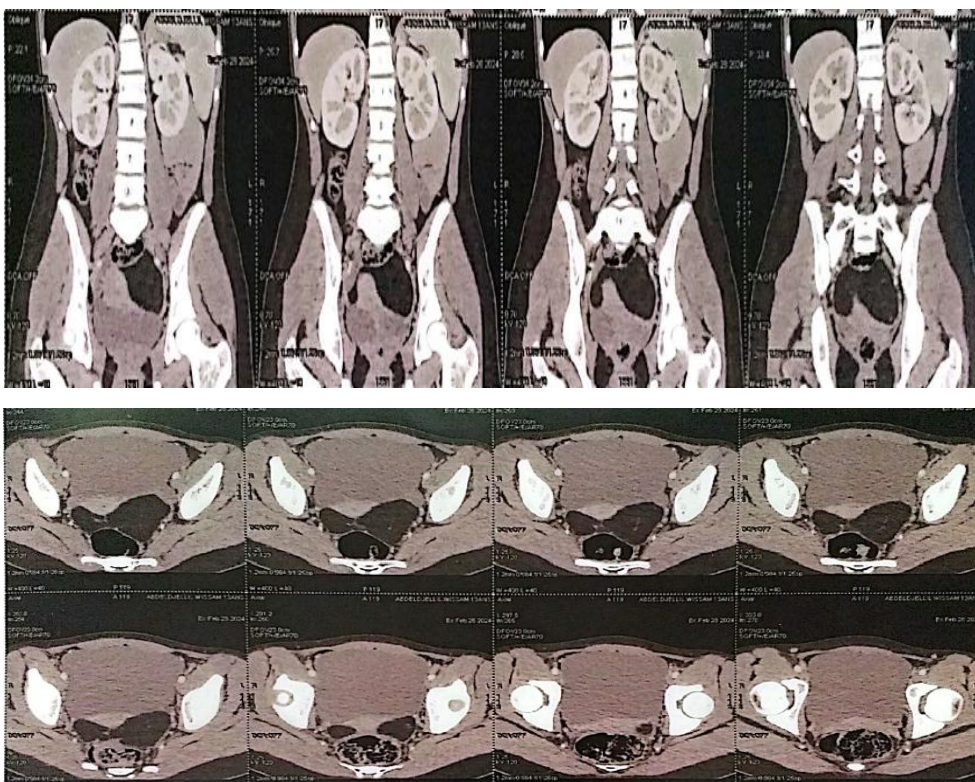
Tomodensitométrie préopératoire (TC). Coronale (en haut), coupes axiale (en bas) montrant une énorme néoformation à faible densité graisseuse
